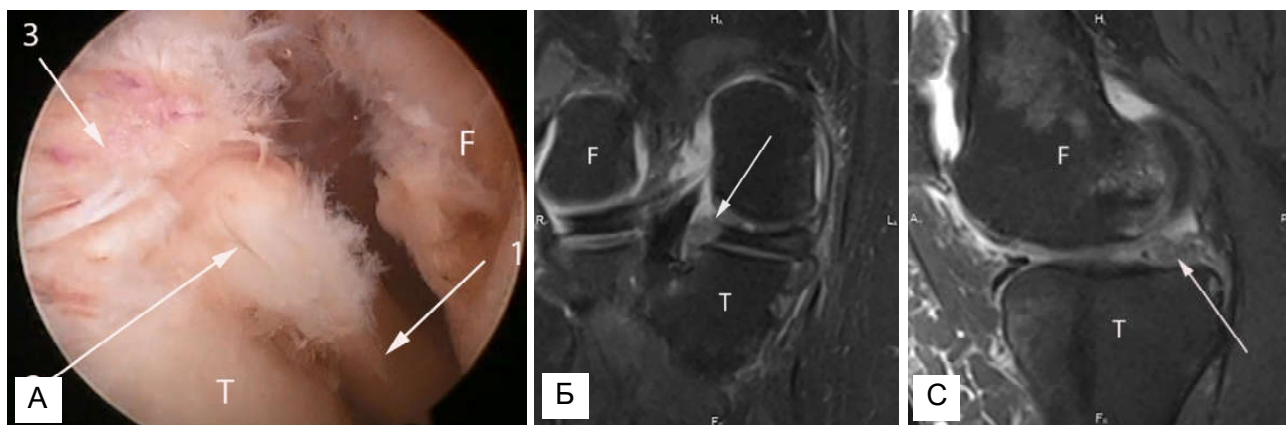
А. Артроскопія колінного суглоба, ушкодження кореня медіального мениска (F - внутрішня поверхня медіального виростку стегна; Т - суглобова поверхня великогомілкової кістки; 1 - задній ріг медіального мениска; 2 - горизонтальний розрив кореня медіального мениска; 3 - волокна задньої схрещеної зв'язки). МРТ скани ушкодження кореня заднього рогу медіального мениска (вказано стрілкою). В. Корональна площина. С. Сагітальна площина. PD fs зображення.
